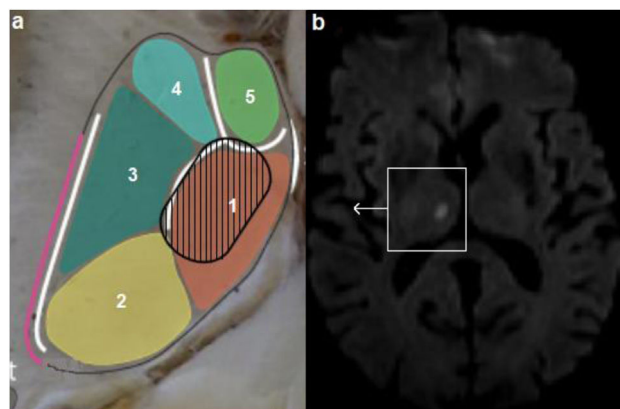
En la figura a: representación esquemática del tálamo (corte axial sobre los núcleos superiores) con aproximación de la localización de la lesión. En la figura b: resonancia magnética de cerebro, secuencia de difusión donde se observa lesión hiperintensa compatible con accidente cerebrovascular isquémico agudo a nivel talámico. 1: núcleo dorsomedial; 2: pulvinar; 3: núcleo lateral posterior; 4: núcleo dorsolateral y 5: núcleo anterior.
